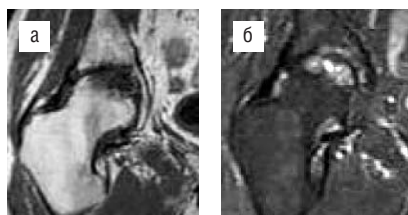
МР-томограмма правого ТБС в коронарной проекции (асептический некроз): а – SE T1-взвешенное изображение. В субхондральном отделе бедренной головки определяется участок низкоинтенсивного МР-сигнала; б – STIR T2-взвешенное изображение. В субхондральном отделе бедренной головки определяется зона высокоинтенсивного МР-сигнала. Деформация суставной поверхности бедренной головки. Слабовыраженный синовит сустава
